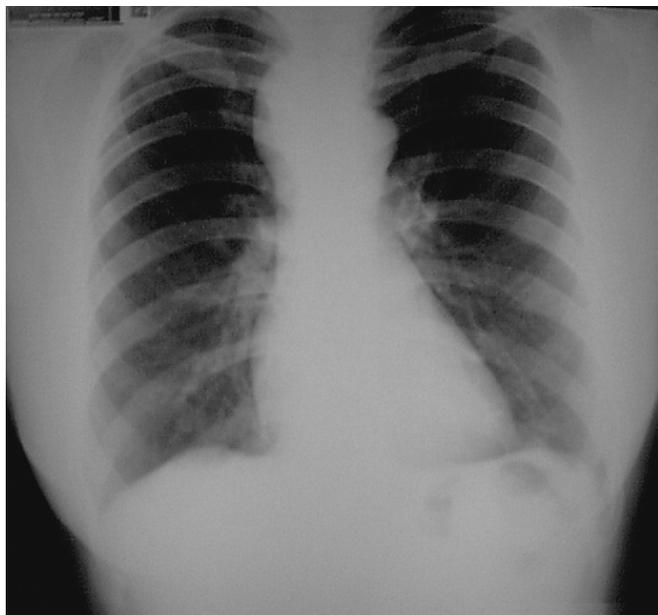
Radiografia de tórax demonstrando alargamento mediastinal, em topografia paratraqueal direita
